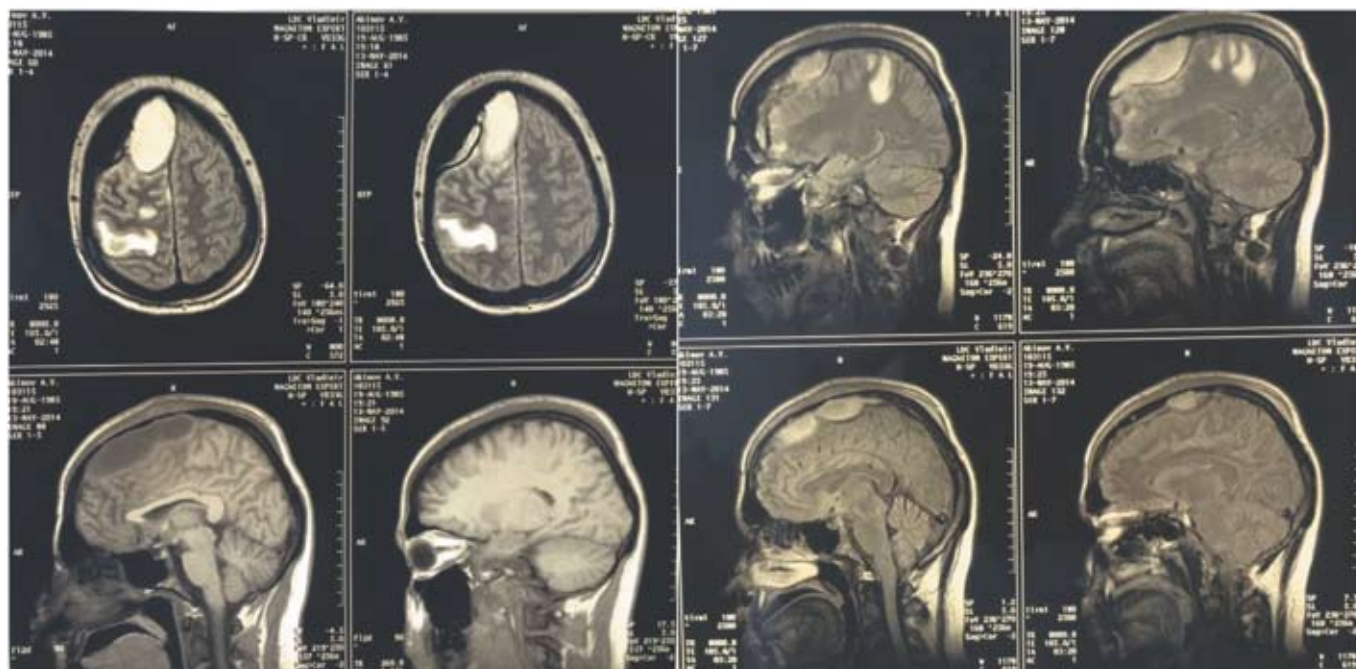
МР-томограммы б-го А. перед операцией. Объемное образование правой лобно-теменной области парасагиттально (описание в тексте).
